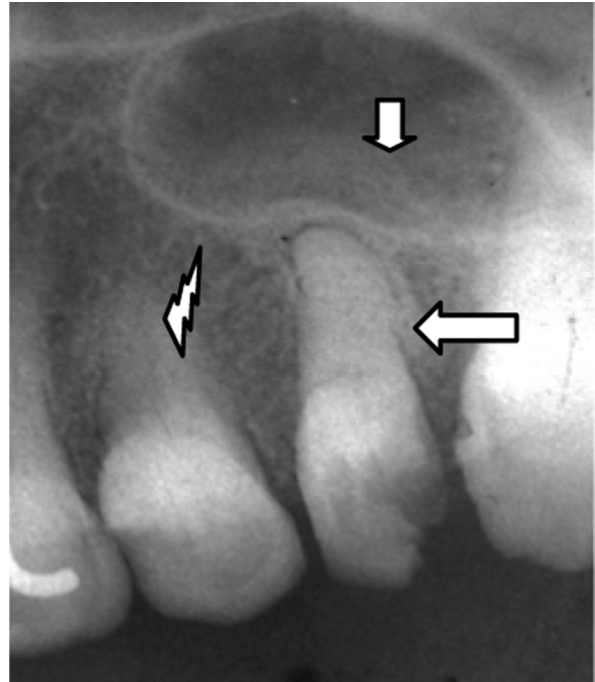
Внутрішньоротова рентгенограма 25. Хронічний вторинний глибокий карієс коронки 25, ускладнений хронічним фіброзним періодонтитом (*біла стрілка*). Біля кореня періодонтальна щілина нерівномірної ширини. Нерівномірної товщини компактна пластинка лунки. Гіперцементоз кореня 25. Потовщена компактна пластинка дна верхньощелепної пазухи (*звивиста стрілка*), потовщена слизова оболонка на дні верхньощелепної пазухи (*коротка біла стрілка*)
